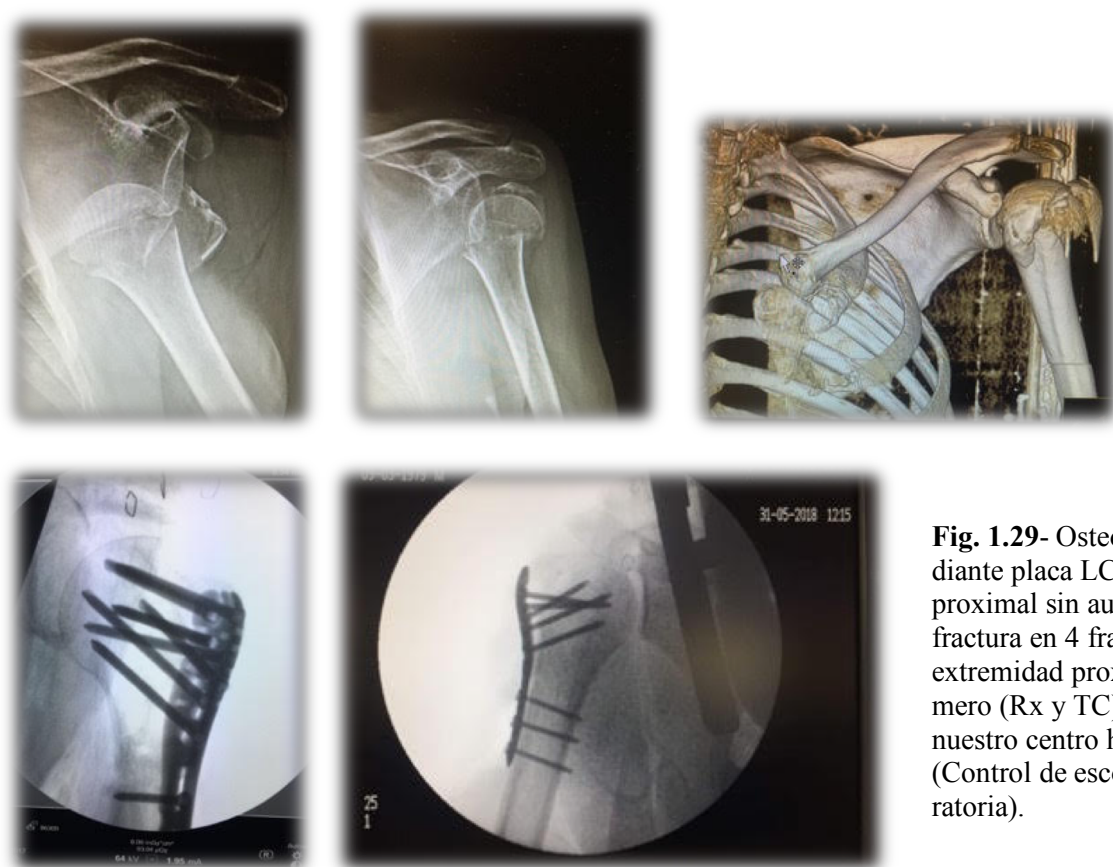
Osteosíntesis mediante placa LCP de Húmero proximal sin aumentación, por fractura en 4 fragmentos de extremidad proximal de humero (Rx y TC), tratada en nuestro centro hospitalario (Control de escopia intraoperatoria).
